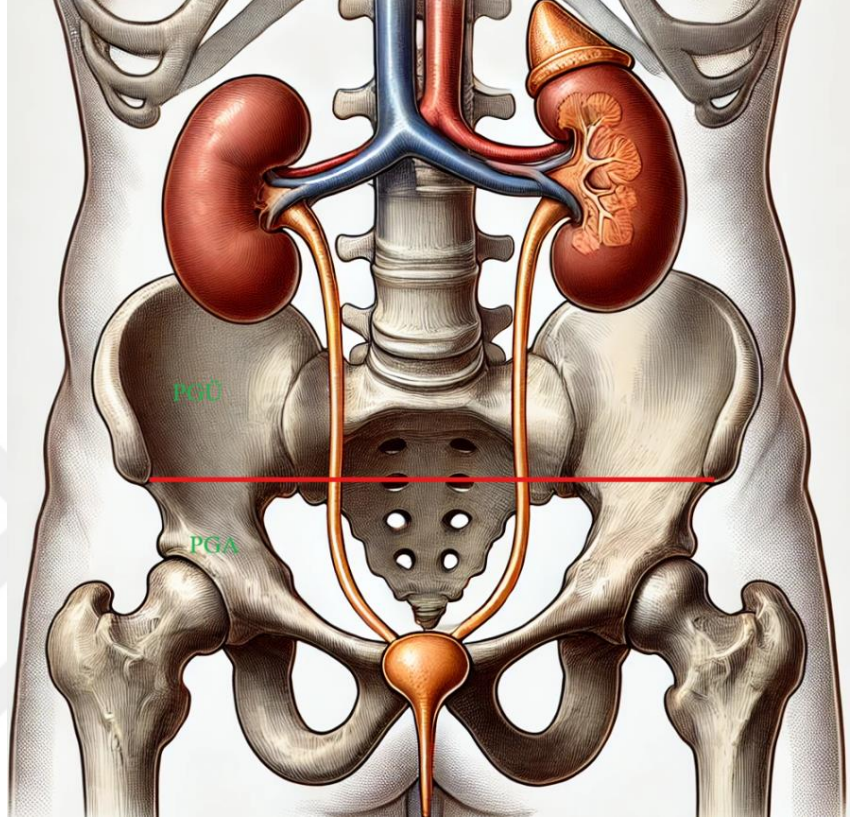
Üreter Duvar Kalınlığının BT'den Ölçülme Şekli
